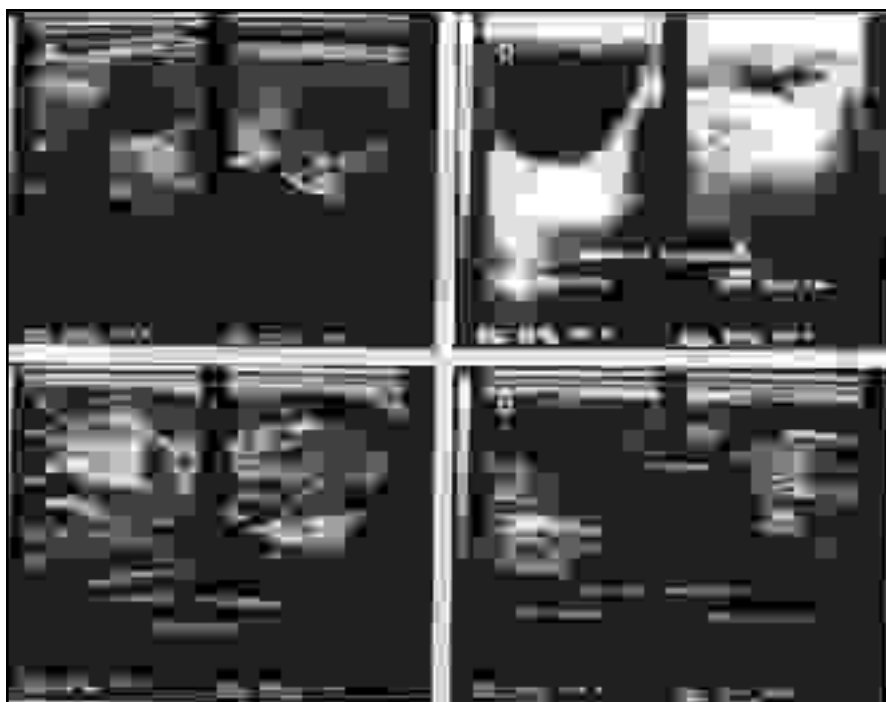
Vari aspetti ecografici di noduli tiroidei:
